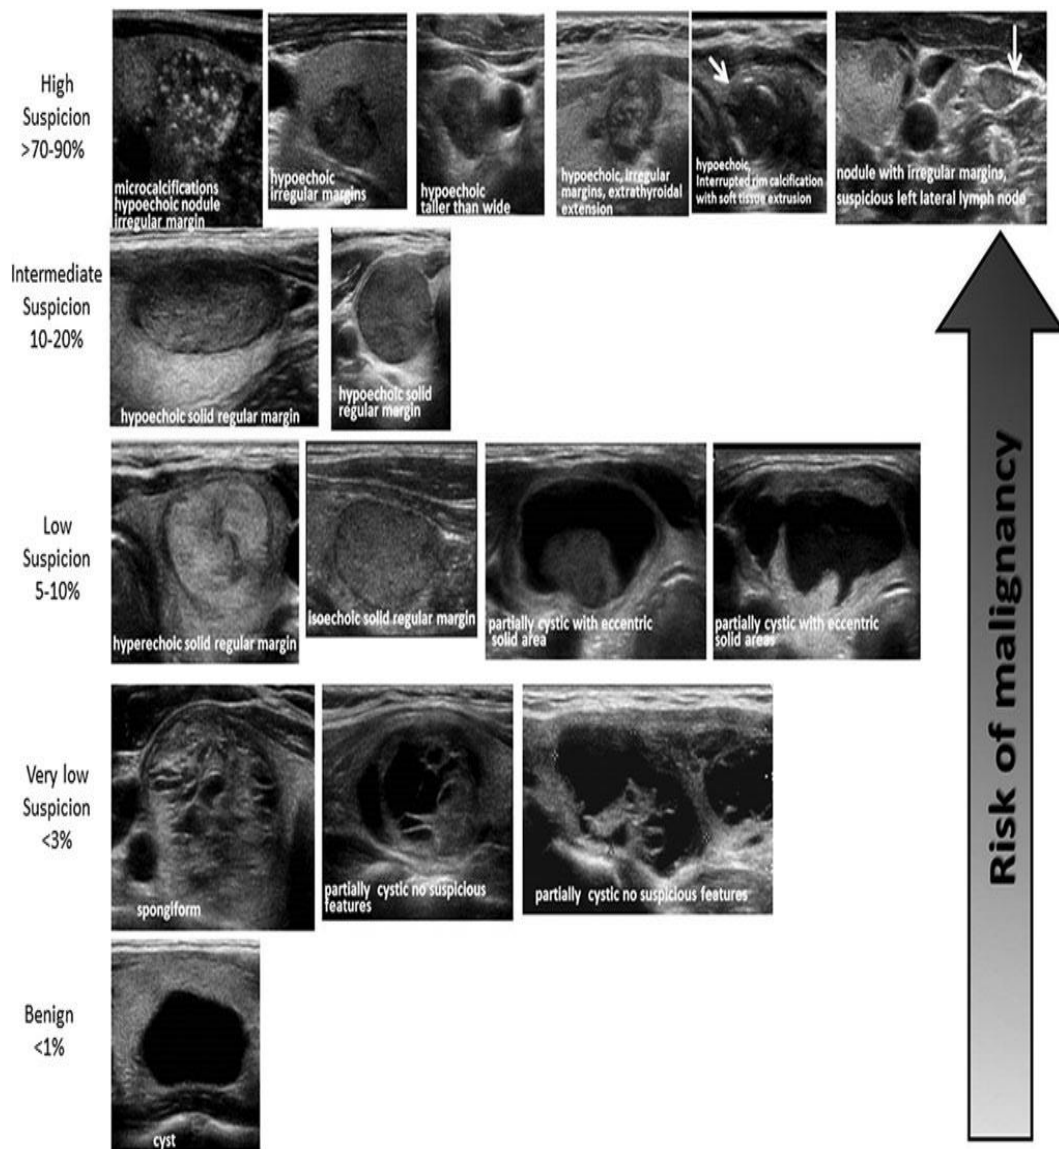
Pattern ecografici ATA dei noduli tiroidei e rischio di malignità (15)
